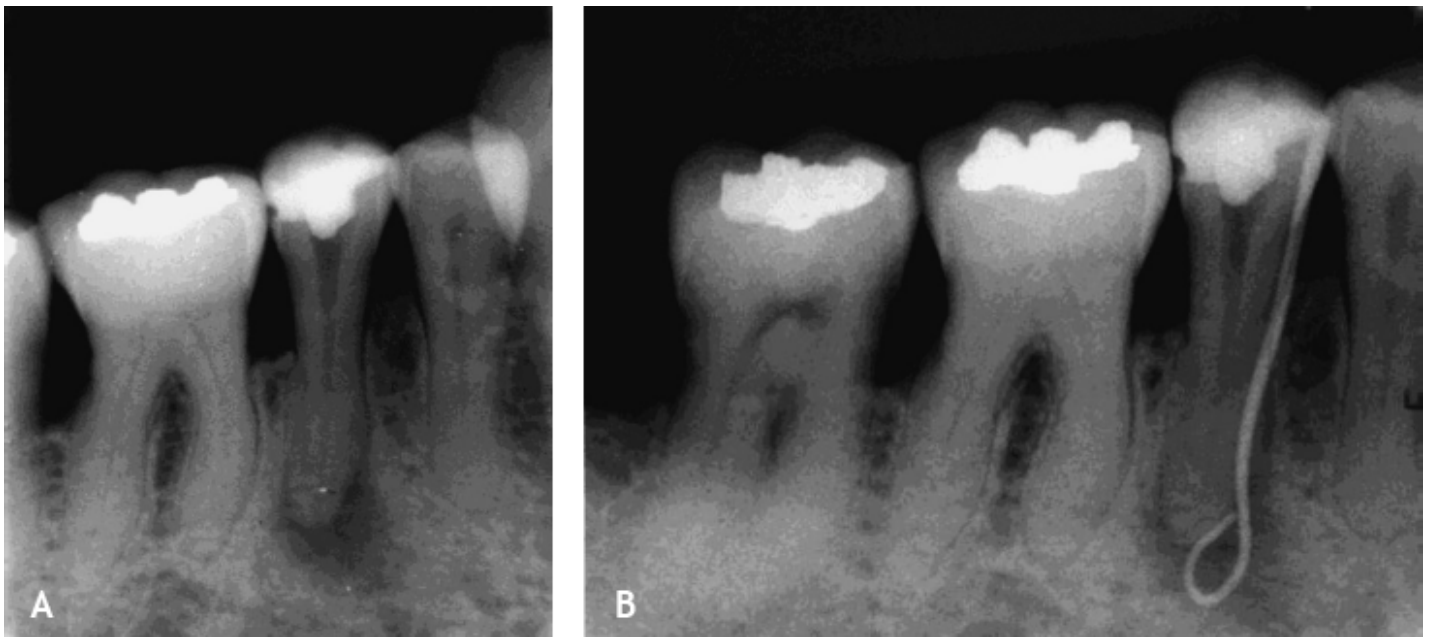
A. Imagem radiolúcida na região periapical do segundo pré-molar inferior direito. B. Rastreamento da fístula com cone de guta-percha mostrando o trajeto até a região periapical do dente.
